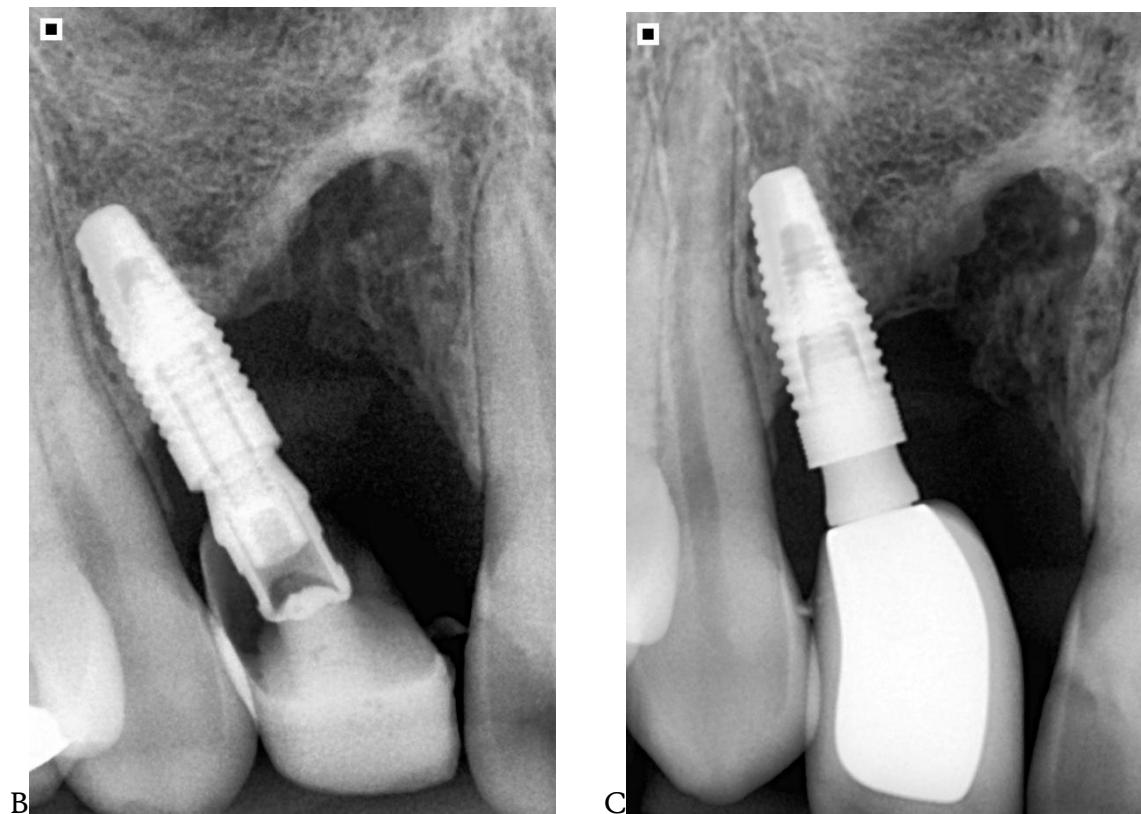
(A) Radiografia panorâmica pós-operatória; (B-C) radiografias periapicais evidenciando adequado posicionamento do implante e reabilitação protética na região do dente 12.
